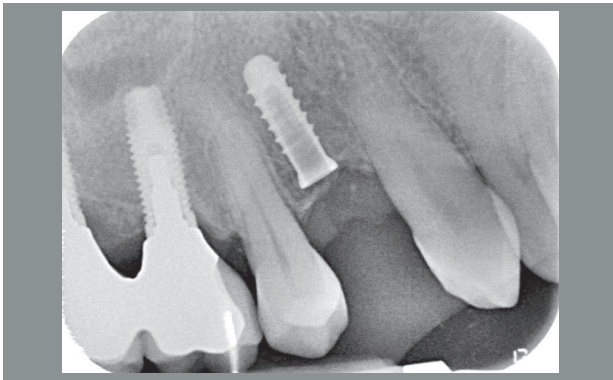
Radiografia endorale post-operatoria.
